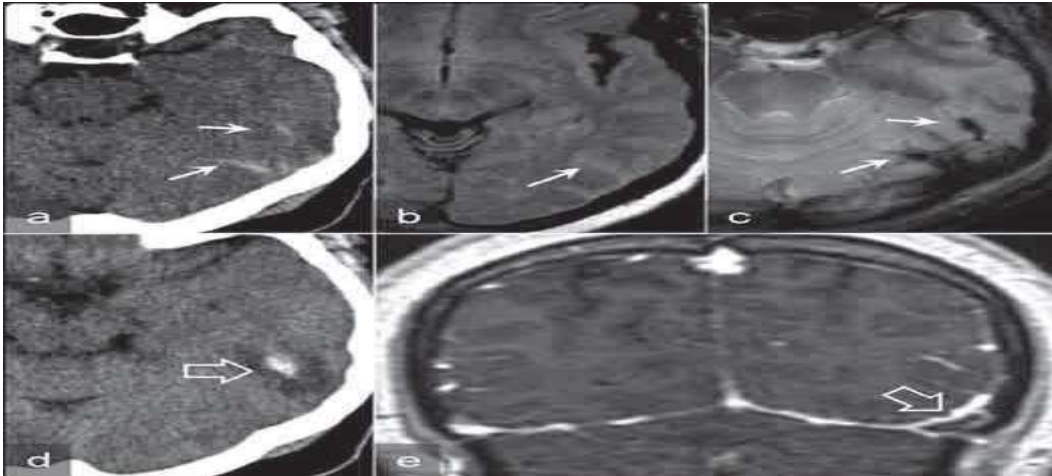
Hémorragie sous-arachnoïdienne par thrombose veineuse superficielle du sinus transverse. L'hémorragie est hyperdense en scanner (a : flèches), hyper intense en séquence FLAIR en IRM (b : flèche) et hypo-intense en séquence T2* (c : flèches). Il s'associe un minime hématome cortical hyperdense en scanner (d : flèche creuse). Le thrombus est visible sur la séquence coronale T1 avec injection de gadolinium (e : flèche creuse) [89]
